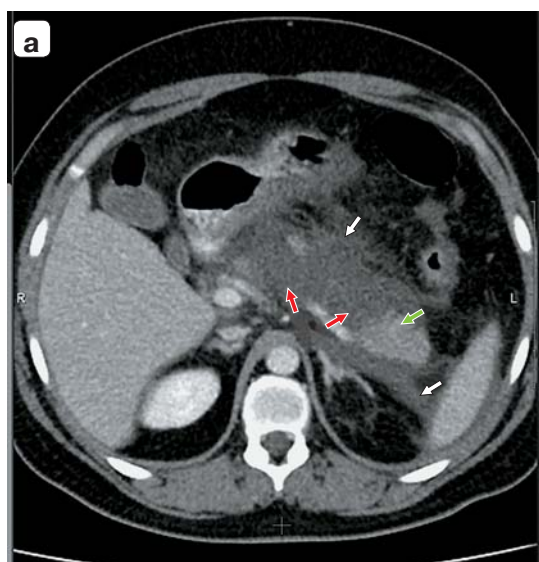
Компьютерные томограммы. ОП, некроз в области шейки и тела ПЖ: а–в – 3-и сутки болезни; г – через 4 года.
